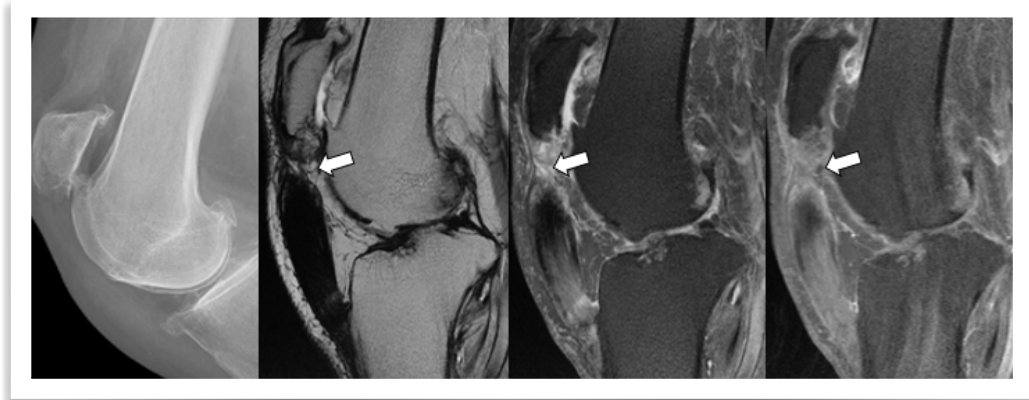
Artritis reumatoide: Rotura tendón patelar. Rx lateral, RM secuencias sagitales T2, DP con supresión grasa y T1 con supresión grasa con contraste. Rotura proximal del tendón patelar con defecto (flechas) y ascenso de la rótula.
